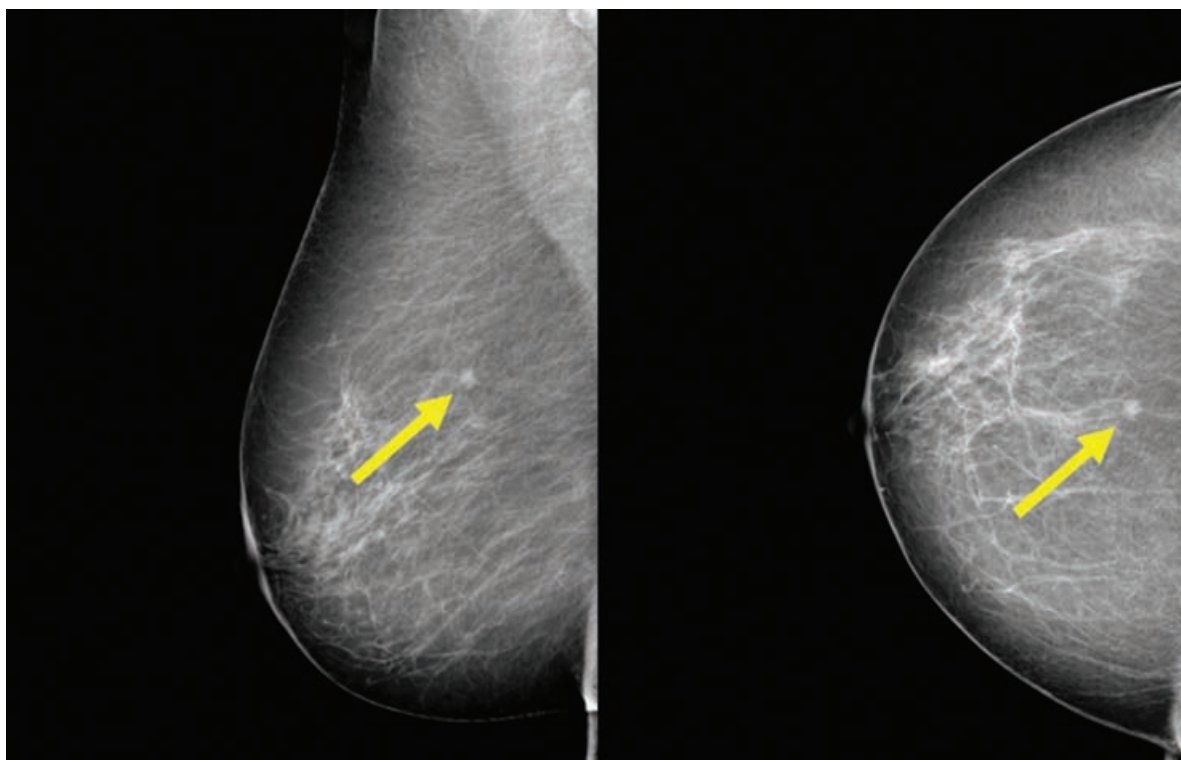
Наиболее характерные рентгенологические признаки раннего РМЖ (наличие узлового образования в молочной железе)
